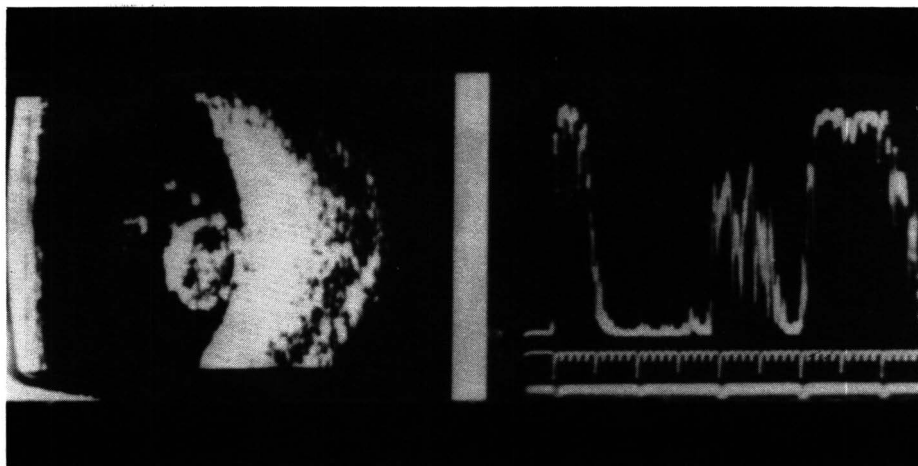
Cristalino luxado no vítreo. Ecografias modos "A" e "B" de caso com cristalino luxado na cavidade vítrea. A imagem da ecografia "B" (direita) simula muito a de melanoma de coróide. A ecografia "A" (esquerda) contribui para o diagnóstico diferencial.
